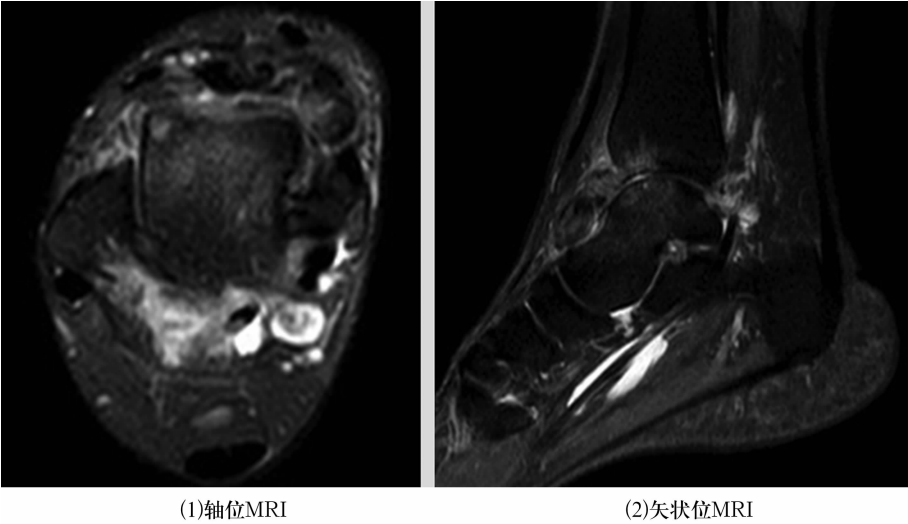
踝关节弥漫型和局限型腱鞘巨细胞瘤 T2 加权像精准频率反转恢复压脂成像序列 MRI
